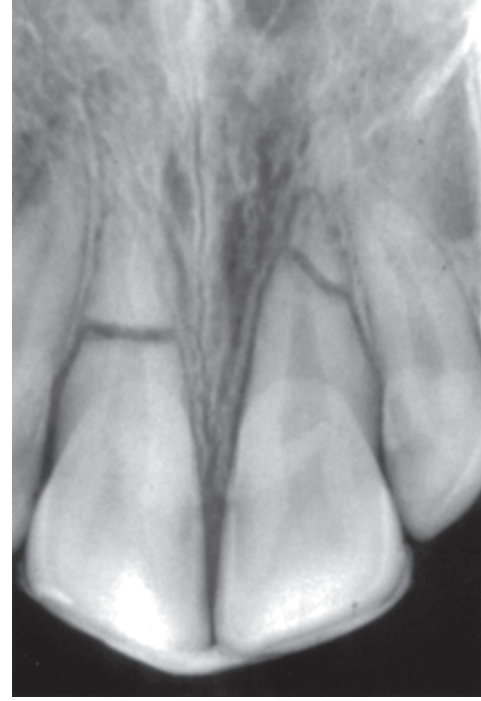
Radiograph showing intraalveolar root fractures of both maxillary central incisors.
